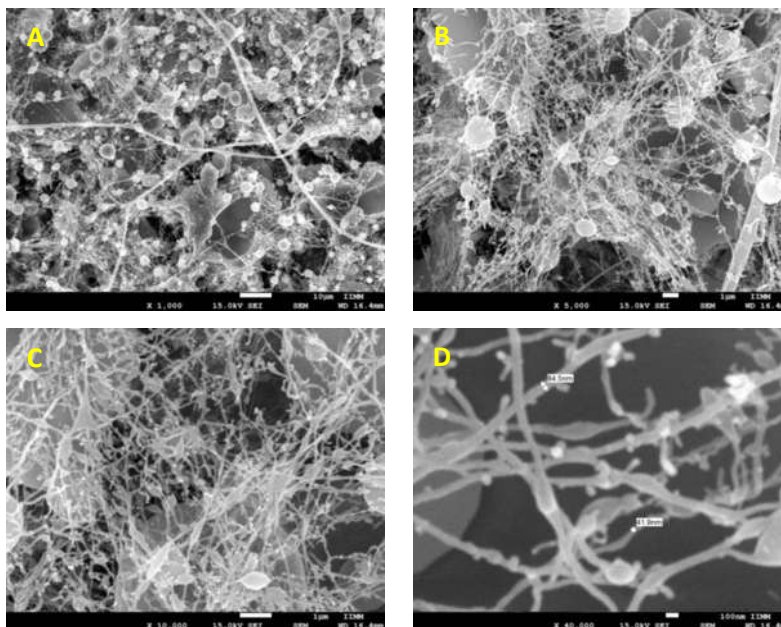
Material 26, imágenes obtenidas por FESEM con aumentos de A) X1000, B) X5000 C) X10000 y D) X40000 de muestras obtenidas a: 14.5 kV, 0.6 mL/h, 12 cm aguja-colector y T.A. con aguja del #8 en colector rotatorio, de la mezcla CG/PVA+HA (25/50+25) tratado con ultrasonido.
